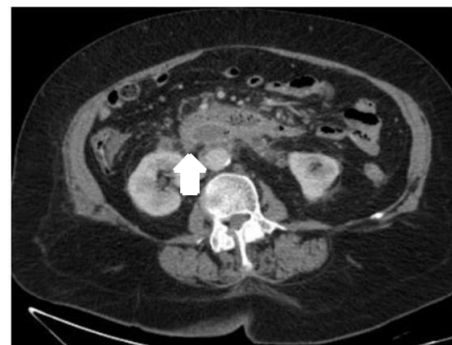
TOMOGRAFIA DE ABDOME COM CORTE NA 3ª E 4ª. PORÇÕES DUODENAIAS, DENSIFICAÇÃO DA GORDURA MESENTÉRICA E RETROPNEUMOPERITÔNIO
